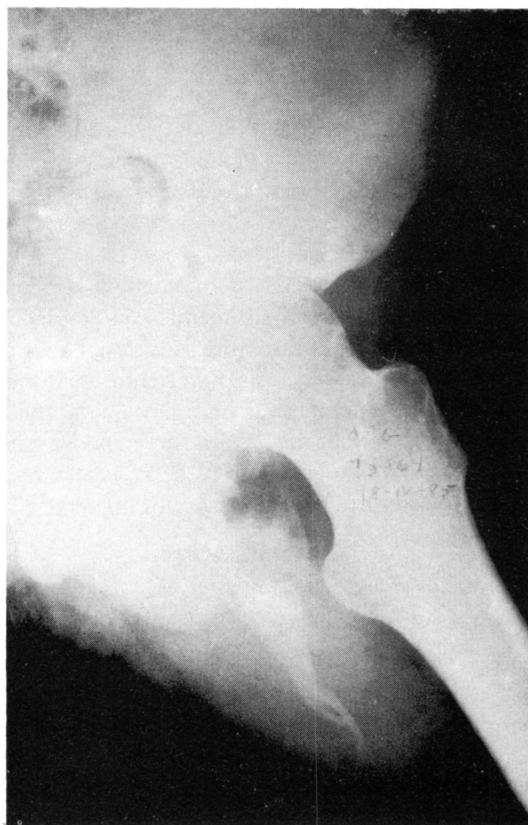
Radiografía axial de cadera izquierda con el osteoma postraumático.
